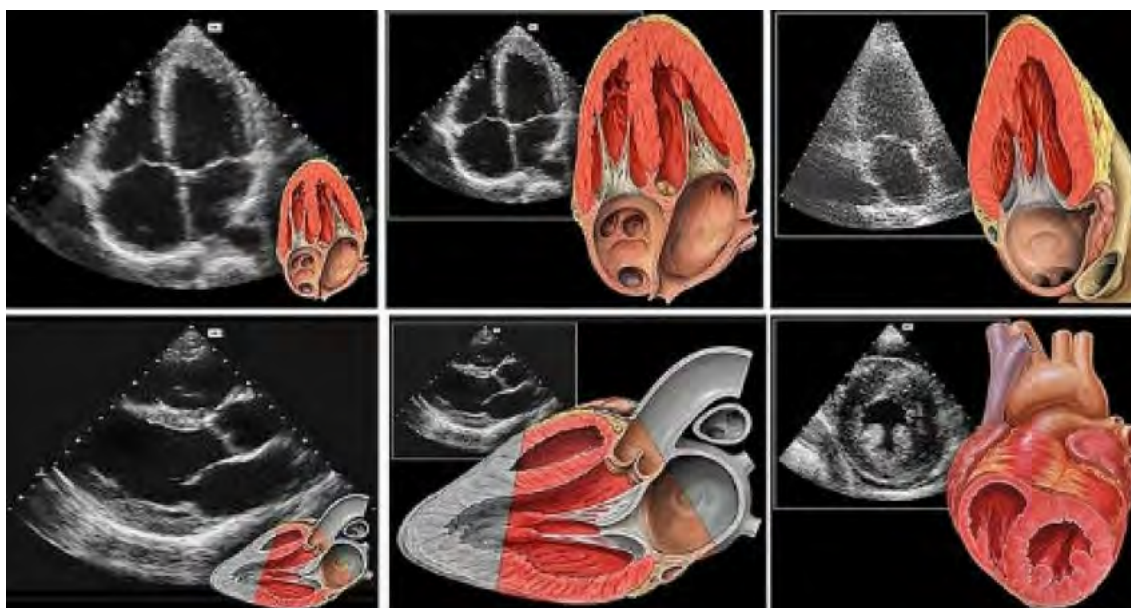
Эхокардиография в различных проекциях. (Источник: свободная энциклопедия Wikipedia, wikipedia.org)
